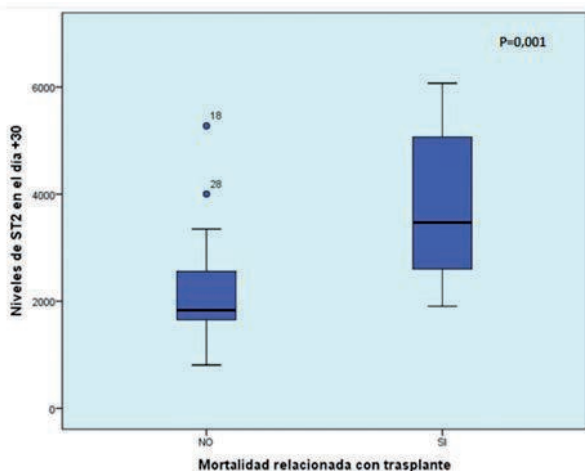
Niveles medios de ST2 en el día +30 en función de la presencia de MRT.
